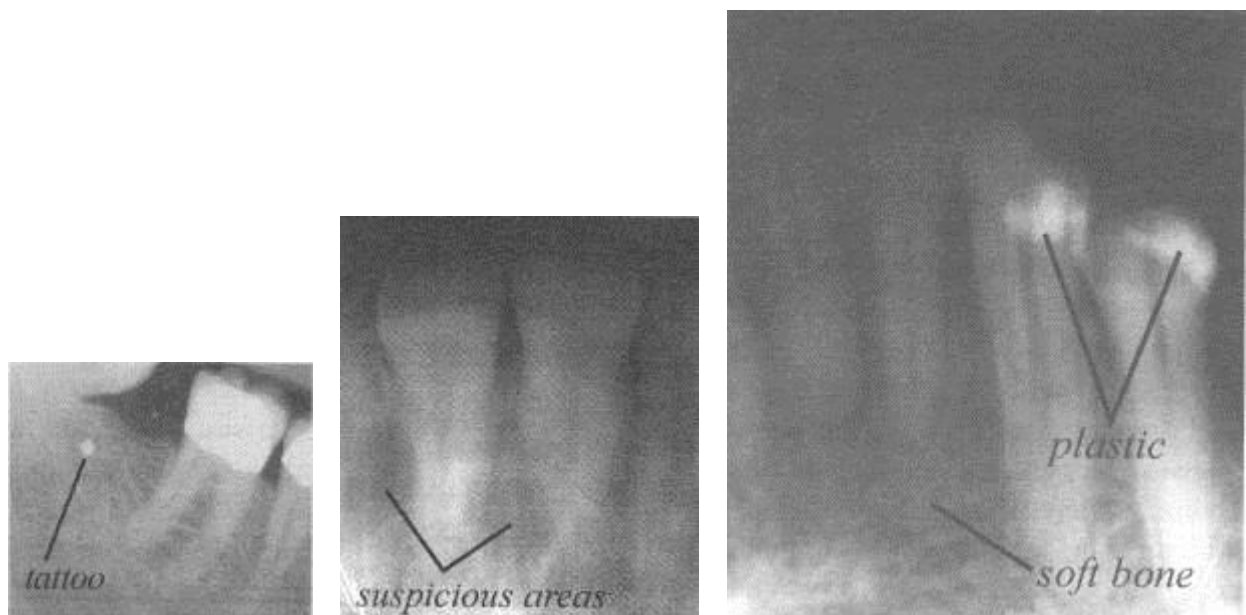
Las Radiografías digitales proporcionan una opinión superior
